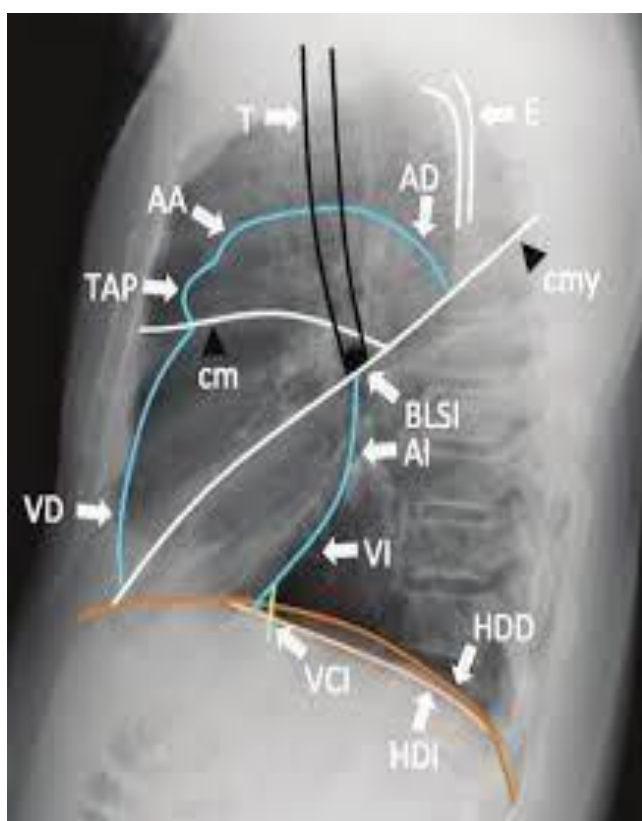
Radiografía lateral de tórax
